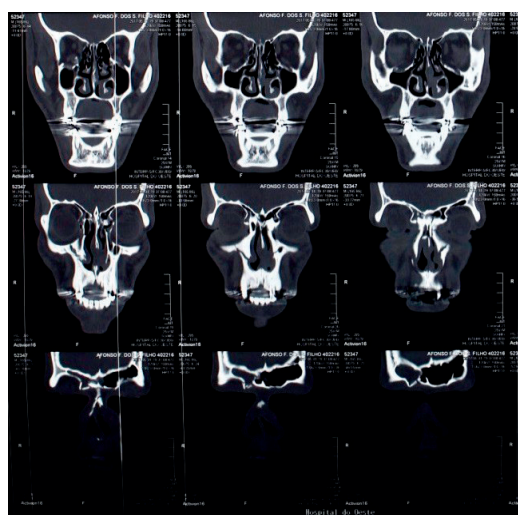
Corte Coronal de Tomografia computadorizada.
